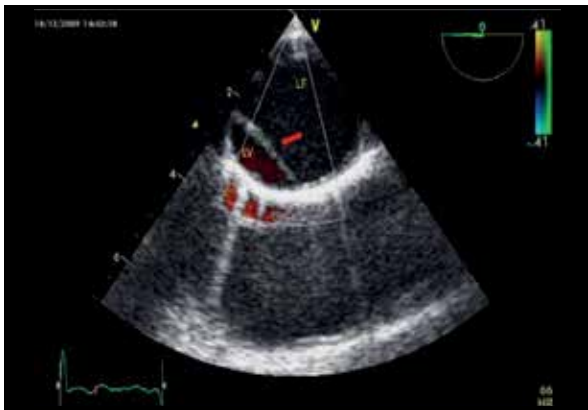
Imagem de ecoDopplercardiograma de paciente com dissecção aguda da aorta – seta aponta a linha de dissecção, LF= luz falsa da aorta; LV= luz verdadeira da aorta.
